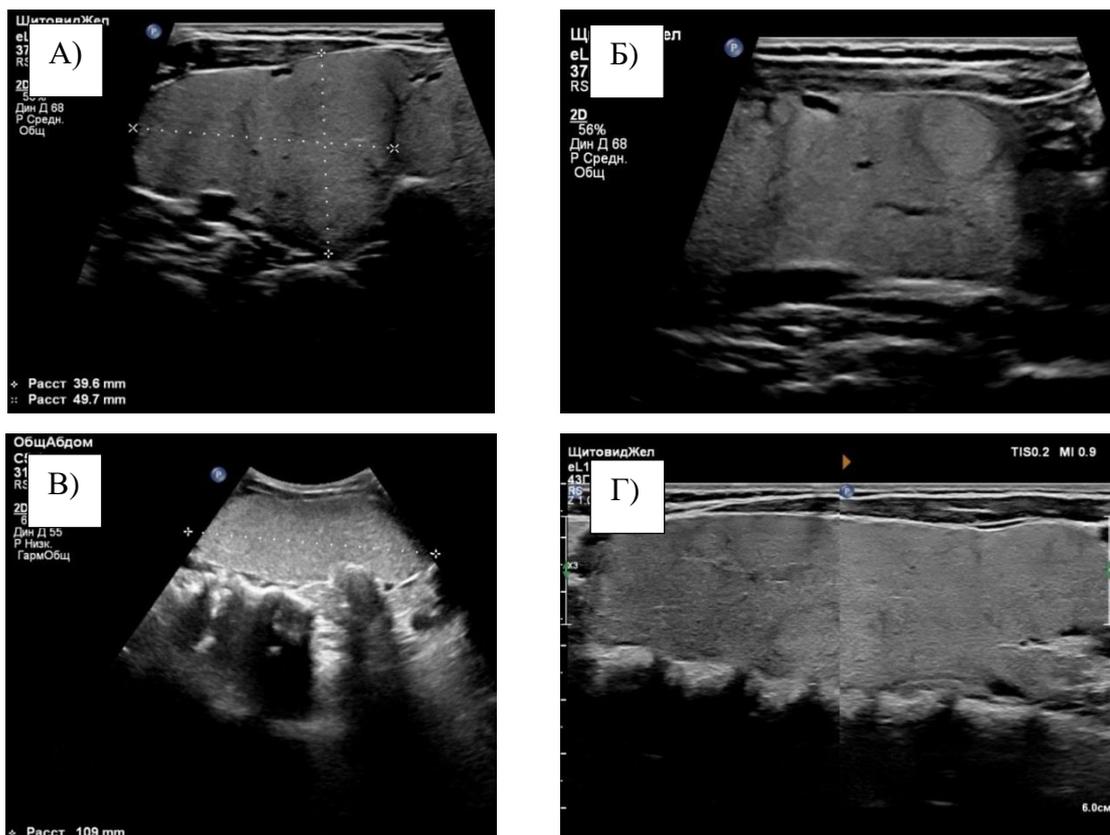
УЗИ ЩЖ при зобе больших размеров (объем 600 см³): А) поперечное сканирование, размеры: ширина – 49,7 мм, толщина – 39,6 мм; Б) продольный скан, фрагмент доли (полное измерение невозможно); В) использование секторного датчика (абдоминальный) для измерения длины доли ЩЖ; Г) «составление» нескольких изображений при использовании линейного датчика.
